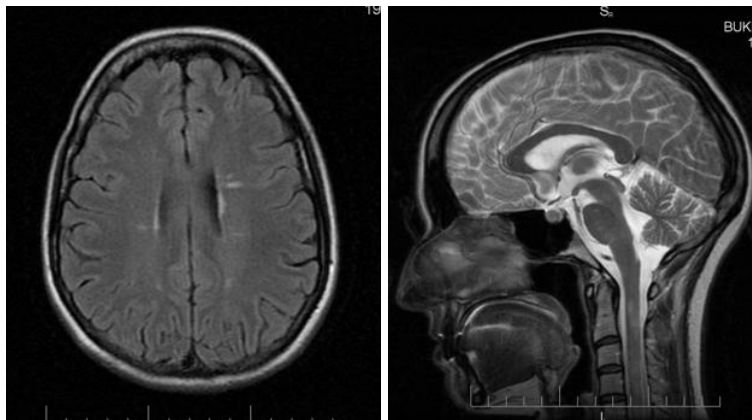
МРТ исследование пациентки БЕС, 40 лет.
